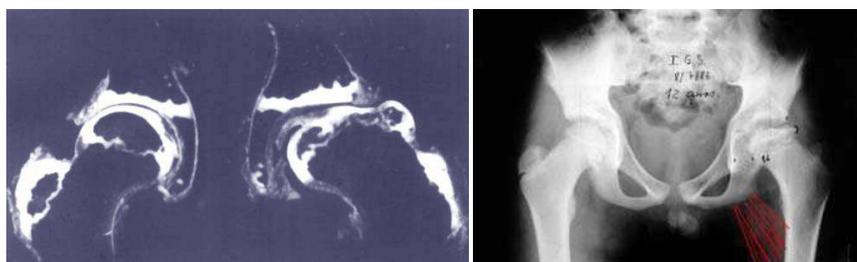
Na doença de Legg-Perthes há necrose do núcleo de ossificação que não suporta o peso e se achata (figura da esquerda). Na radiografia o núcleo está mais esclerótico e deformado (quadril esquerdo da figura direita)
